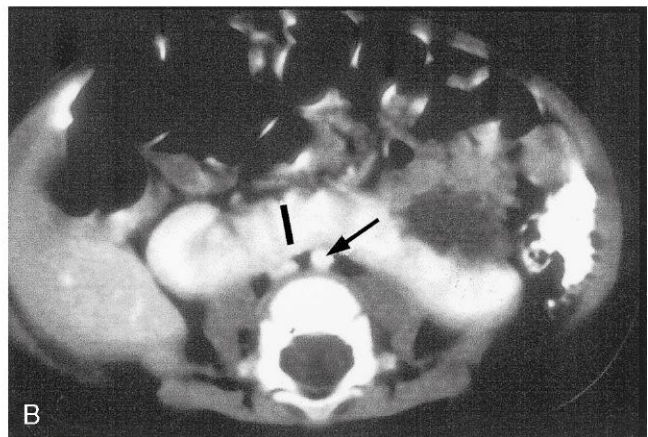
A, Riñón «en herradura» en la parte inferior del abdomen de un feto de sexo femenino y 13 semanas. B, Tomografía computarizada con contraste efectuada sobre el abdomen de un lactante con riñón «en herradura». Se puede observar el istmo (vascular) de tejido renal (I) que une los riñones derecho e izquierdo inmediatamente por delante de la aorta (flecha) y de la vena cava inferior. (A, Por cortesía del doctor D.K. Kalousek, Department of Pathology, University of British Columbia, Children's Hospital, Vancouver, British Columbia, Canadá; B, Por cortesía del doctor Prem S. Sahni, anteriormente en el Department of Radiology, Children's Hospital, Winnipeg, Manitoba, Canadá.)
